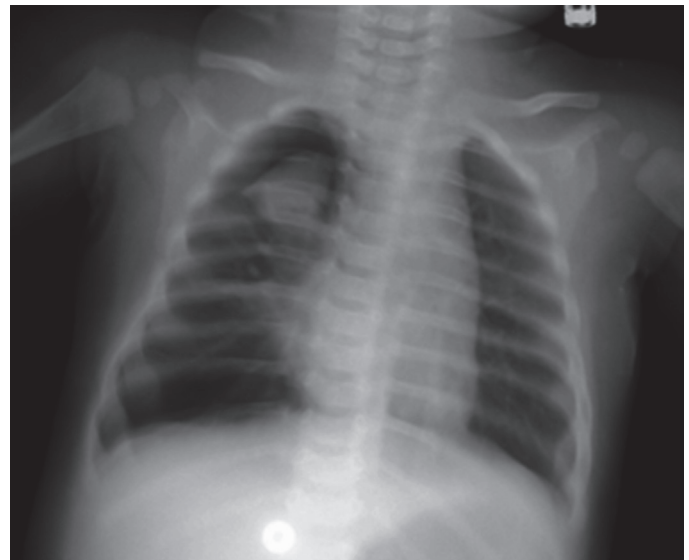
Başvuru akciğer grafisinde sağ üst lobda lokal konsolide alan
